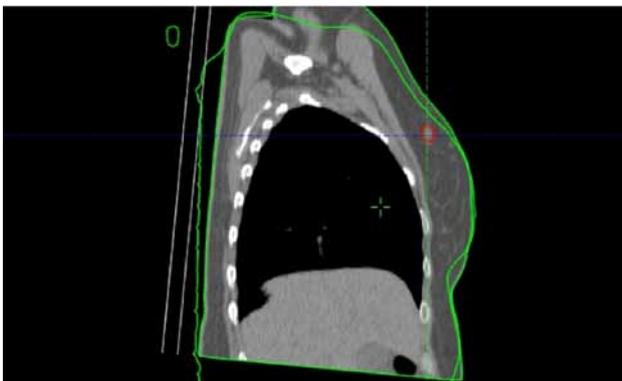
Контуры клинического объема опухоли (CTV1) на предоперационных КТ изображениях
